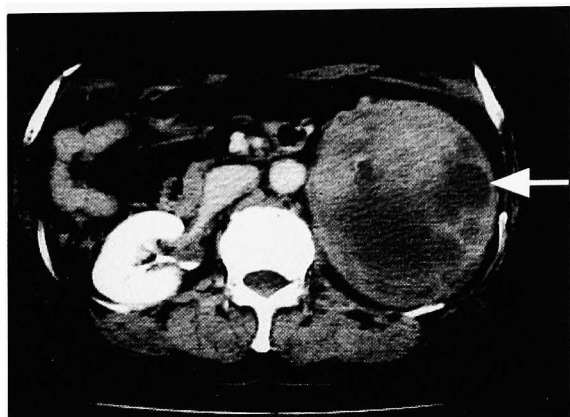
Abdominal CT scan demonstrated a solid retroperitoneal tumor containing multiple cystic lesions at the lower pole of the left kidney (arrow).
